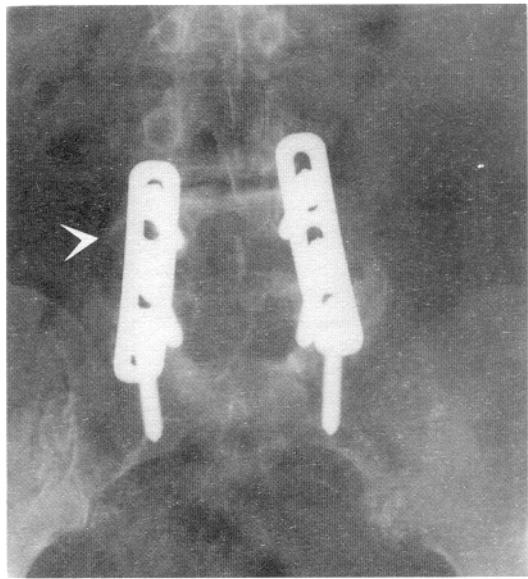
Фронтальна рентгенограма 65-річної жінки, яка курить. На знімку видно суттєву нестачу тканини в місці зрошення латерально від внутрішнього пристрою для фіксації. Попередня реконструктивна операція в цій пацієнтки була невдалою.
